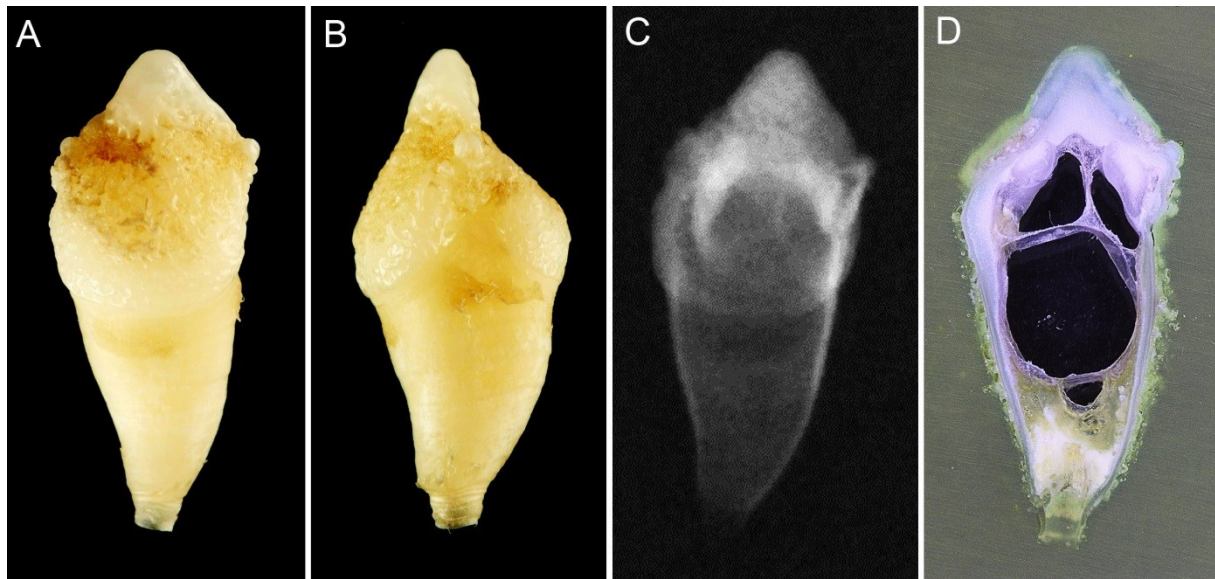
Extrahierter, von RO betroffener oberer Milch-Eckzahn (53) eines drei Jahre alten Jungen. A) Bukkalansicht mit hypoplastisch, rauer Oberfläche von gelblich-brauner Verfärbung bei offenem Apex, B) Sagittalansicht zeigt eine intakte Schmelzschicht an der Kronenspitze und eine unebene Oberfläche der übrigen Zahnkrone bei offenem Apex; C) Röntgenaufnahme zeigt eine reduzierte Röntgendichte des hypomineralisierten Schmelzes und Dentins sowie das erweiterte Pulpenkavum mit dem offenen Apex; D) Dünnschliff in lichtmikroskopischer Darstellung.
